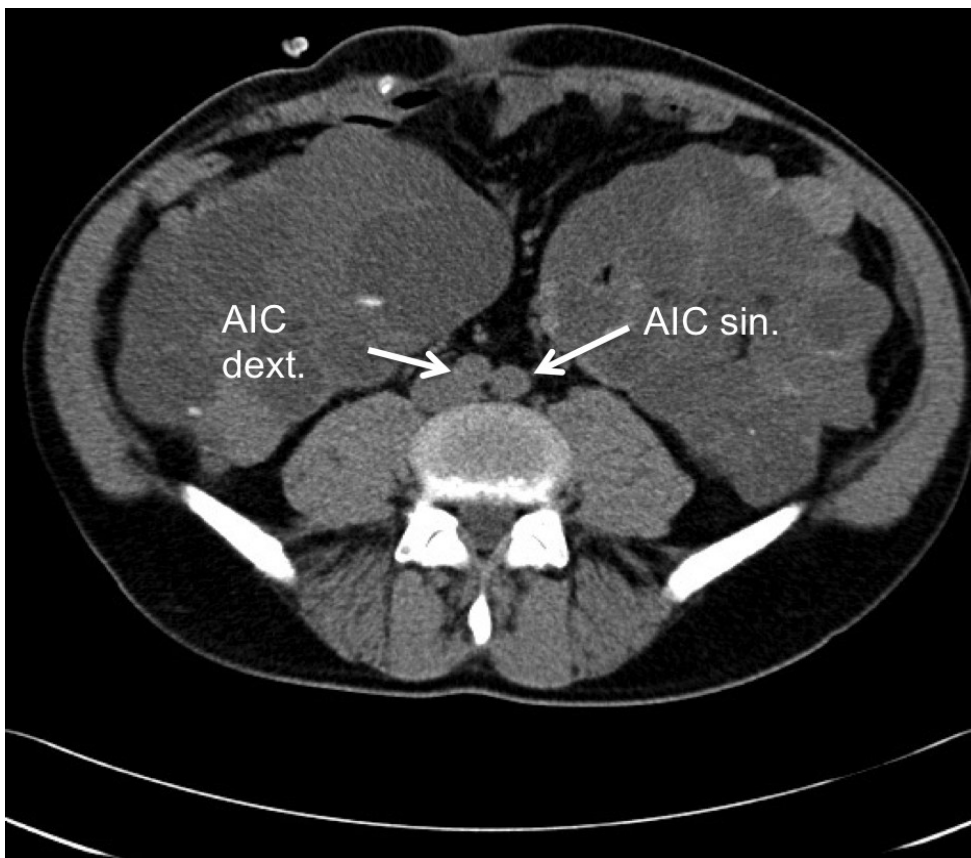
CT-Bild Verkalkungsgrad 0 (27)
